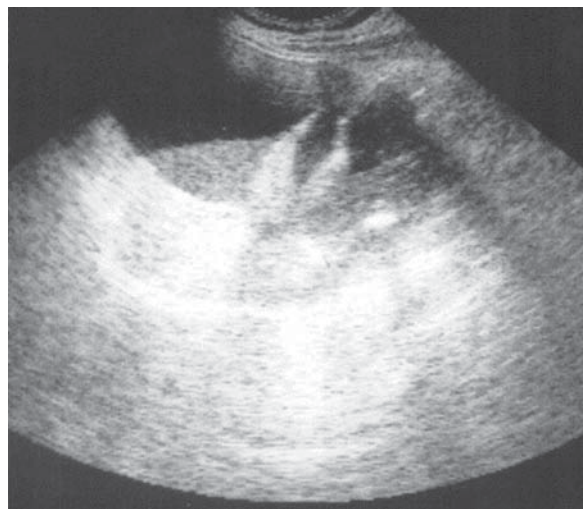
Pionefroză nivel detritusuri lichid. Ecografie, secțiune oblică.
